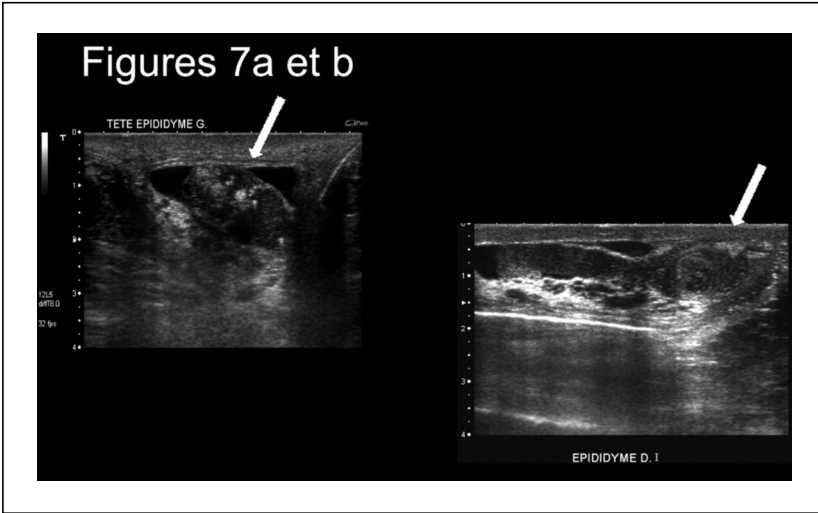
Remaniements post-infectieux (échographie) de la tête de l'épididyme (7a) et nodule post-inflammatoire caudal avec dilatation d'amont (7b)
